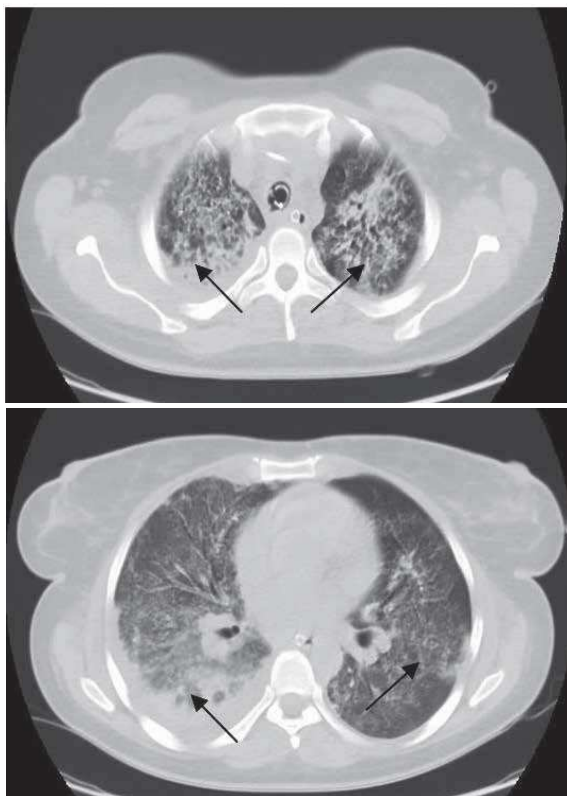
КТ ОГК от 18.06.2015 г. Двусторонняя полисегментарная пневмония, правосторонний гидроторакс.
